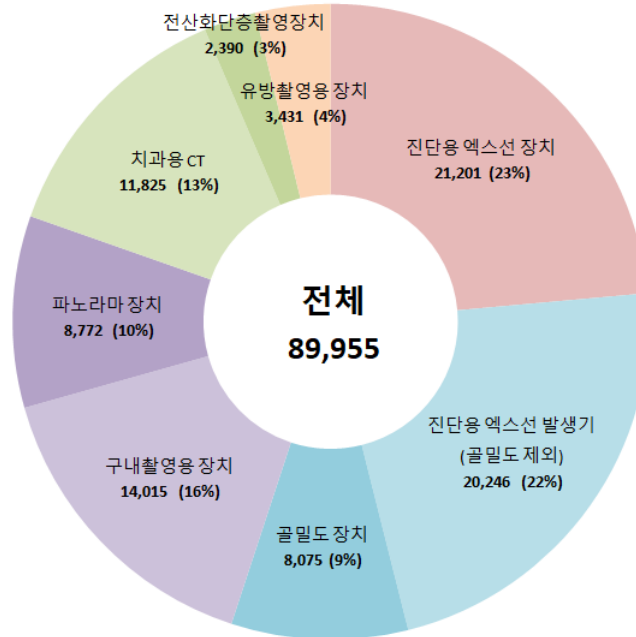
2019년도 진단용 방사선 발생장치 종별 분포
